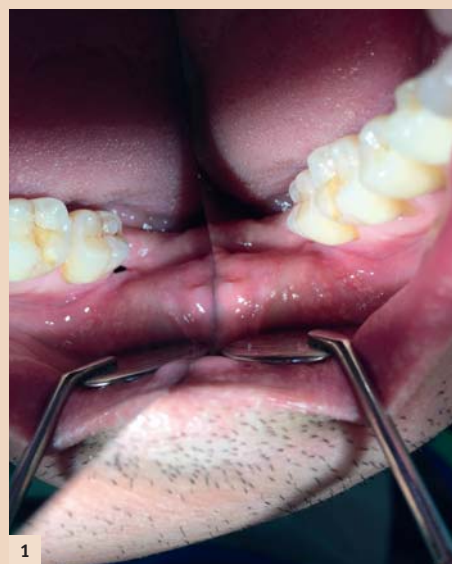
Intraorale Aufnahme bei Eingangsuntersuchung, distal des Zahnes 47 ist im Spiegel eine deutliche Öffnung zu sehen. – Abb. 2: Orthopantomogramm bei Erstbefundung: Regio 48 unizystische Aufhellung mit scharf begrenztem kortikalem Saum.
